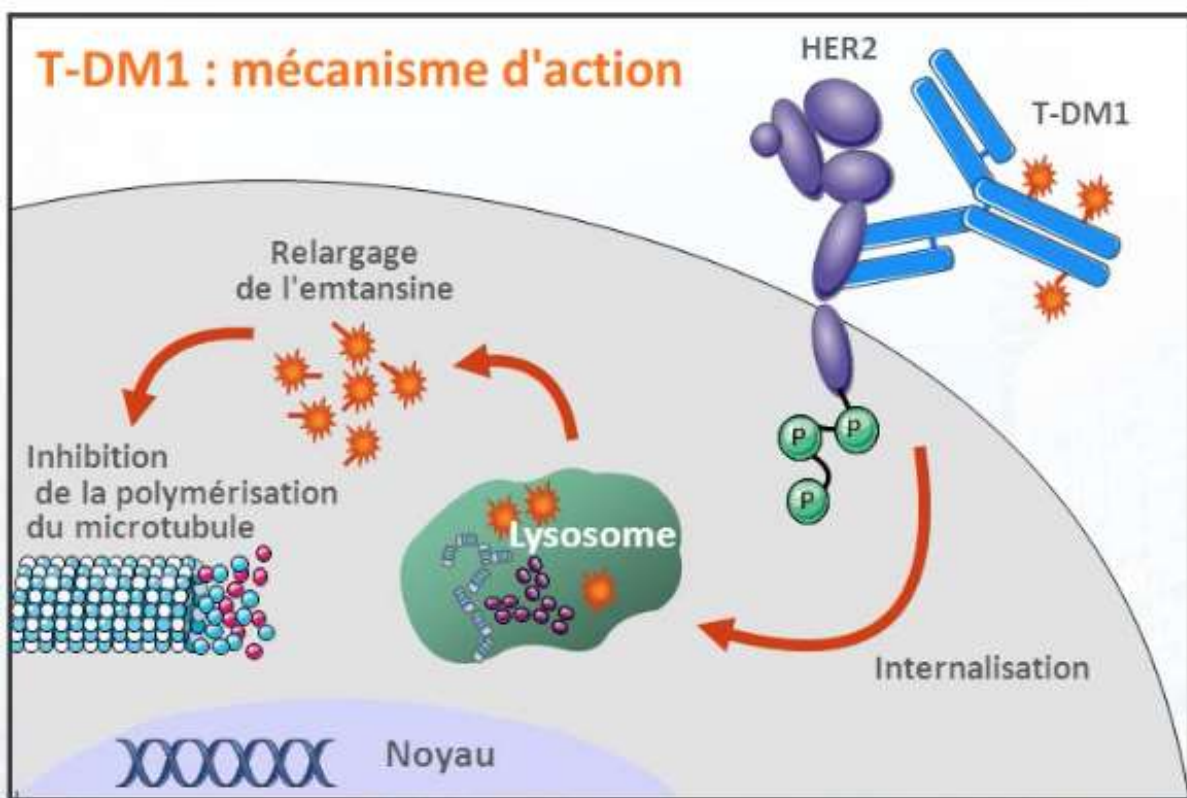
Mécanisme d'action du TDM1 (anti-Her2)
